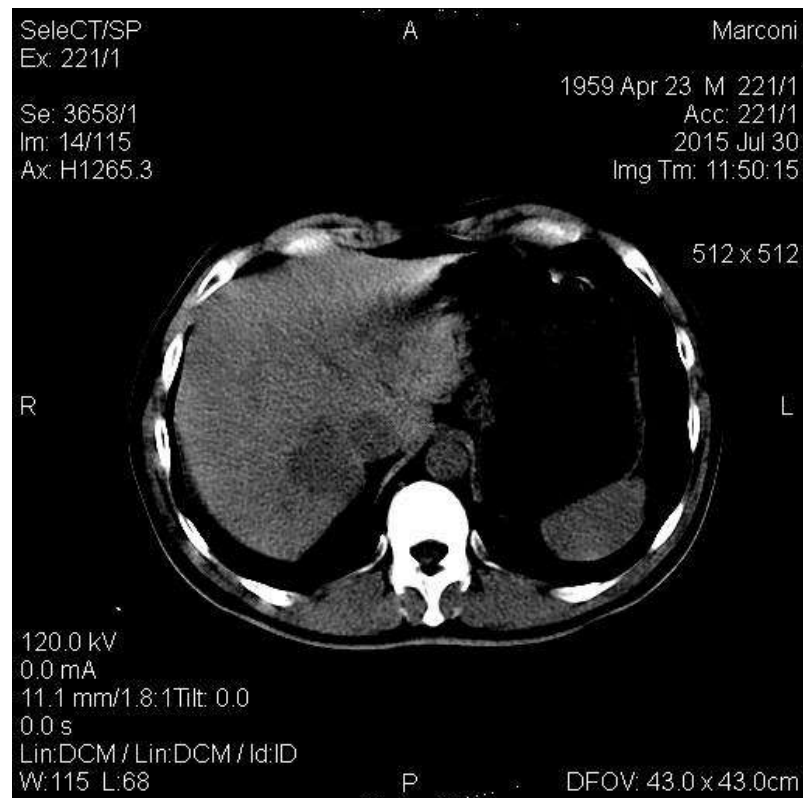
КТ–ознаки масивного об’ємного утворення правої долі печінки по типу судинної мальформації паренхіми печінки – КТ–картина гемангіоми (пацієнт Т., 76 років).
